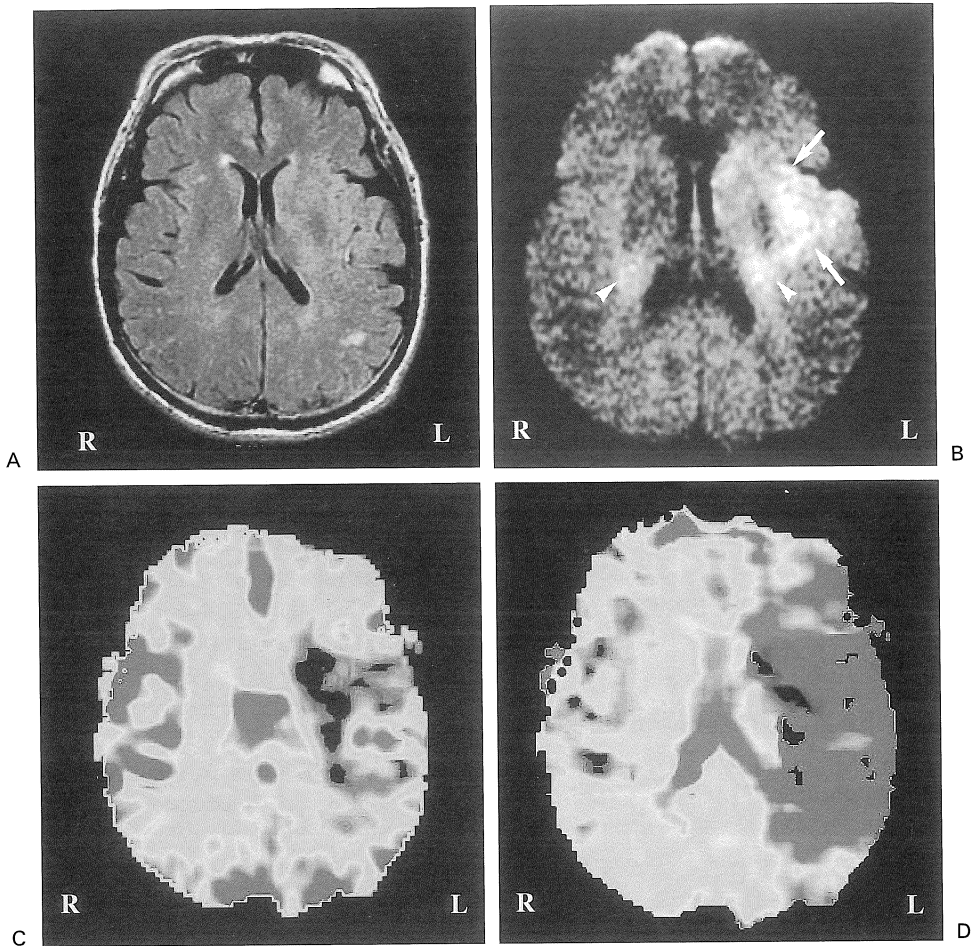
This 49-year-old male was introduced our department due to right motor disturbance and motor aphasia. CT scan on admission demonstrated no abnormality. FLAIR (A) on admission showed small bright signal intensity in the territory of left middle cerebral artery. Phase directional DW image (B) on same time revealed good relationship between infarction (arrow) and corticospinal tract (arrow head). Simultaneous rCBV map (C) revealed decreased CBV area in left middle cerebral artery territory, MTT map (D) indicating larger territory of prolonged MTT surrounding the area of decreased CBV.
